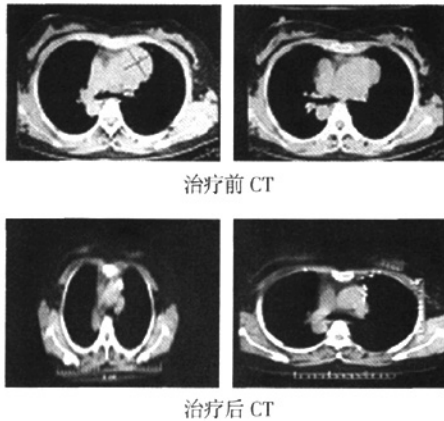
肺腺癌患者 ^{125}I 粒子治疗前后CT对比
